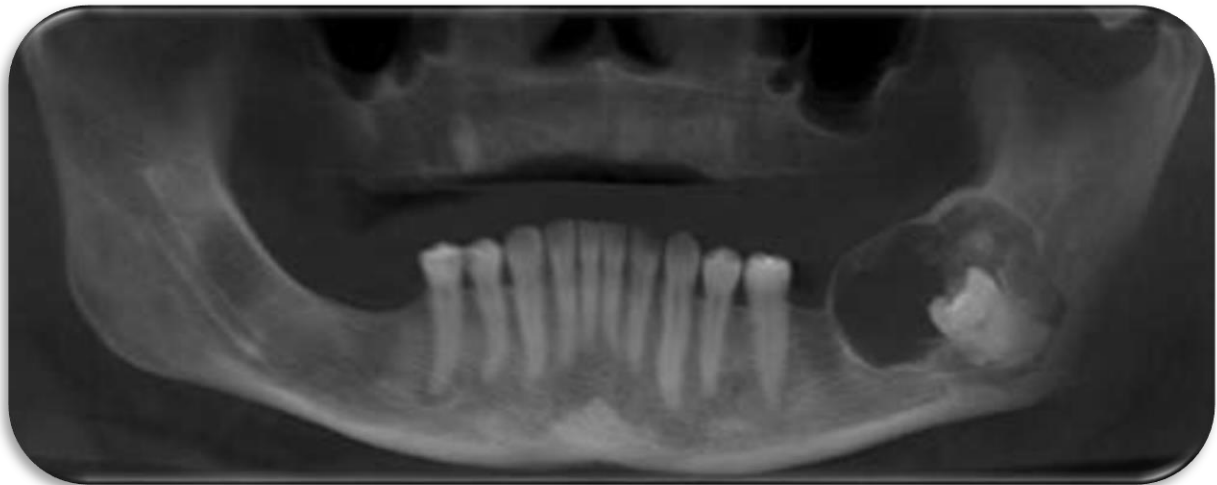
Radiografía panorámica de un fibroma odontogénico intraóseo asociado a un tercer molar retenido.<sup>6</sup>
